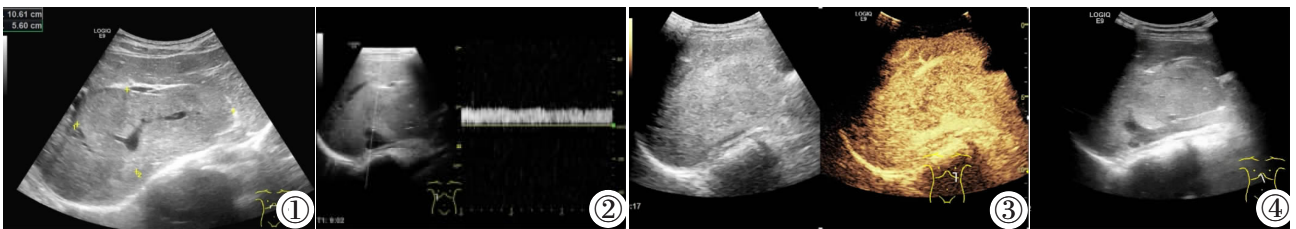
肝尾状叶区域等回声团。图 2 肝尾状叶区域等回声团入肝血管 PW 图。图 3 超声造影动脉期下腔静脉高增强(经左肘静脉)。图 4 肝尾状叶区域团块内脉管结构与下腔静脉相通。
